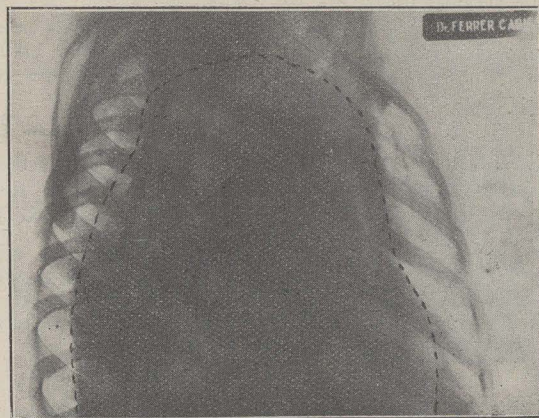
a.—Radiografía en proyección oblicua izquierda. Resulta la más confusa, pero se aprecia claramente la ocupación del mediastino supracardíaco por una gran masa opaca y pulsátil.
